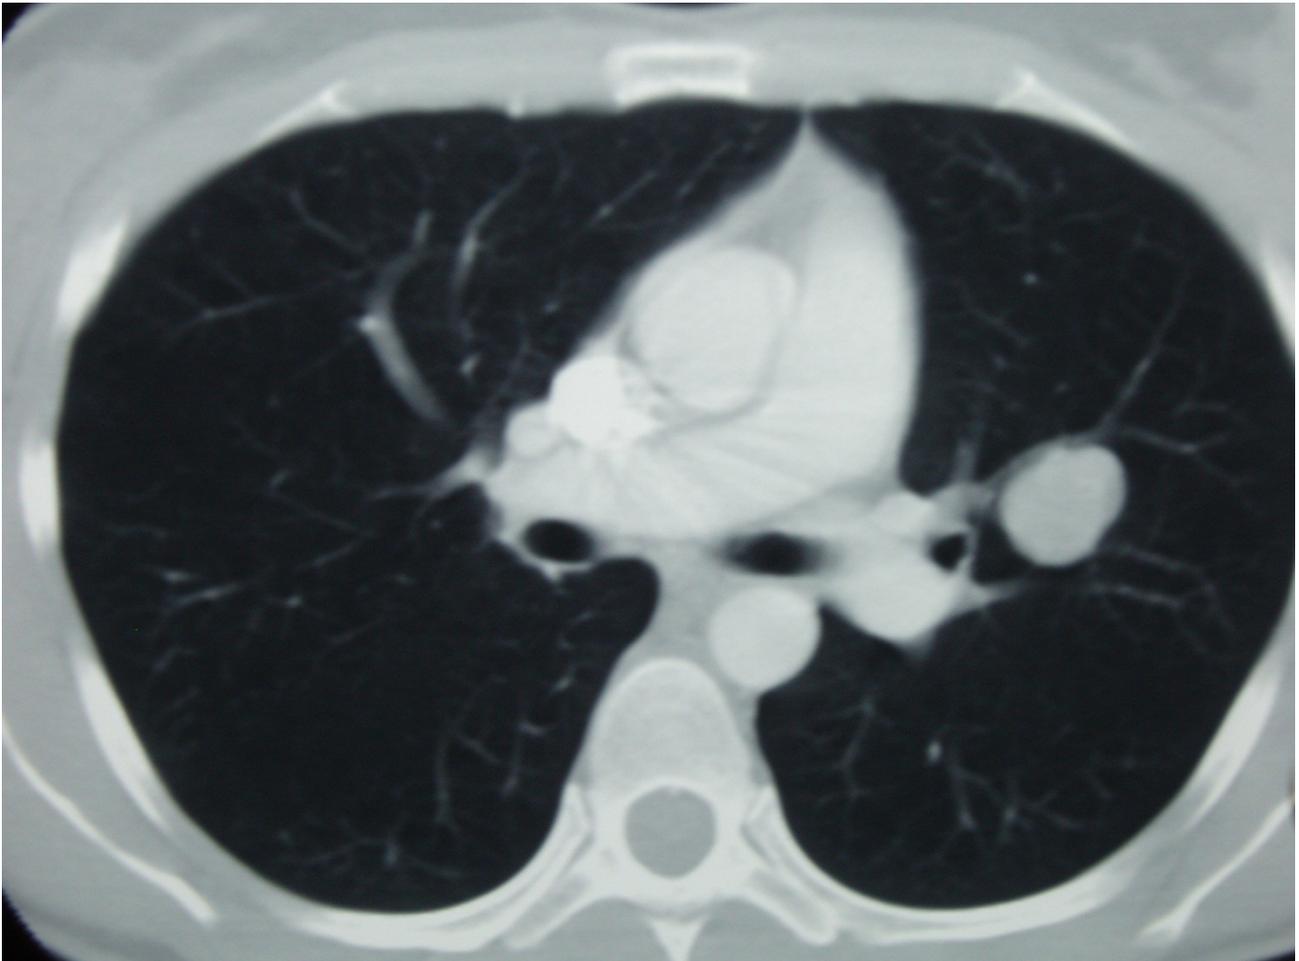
una scansione della TAC torace eseguita prima dell'inizio del trattamento che evidenzia un nodulo metastatico (di origine mammaria) a carico del polmone sinistro.
